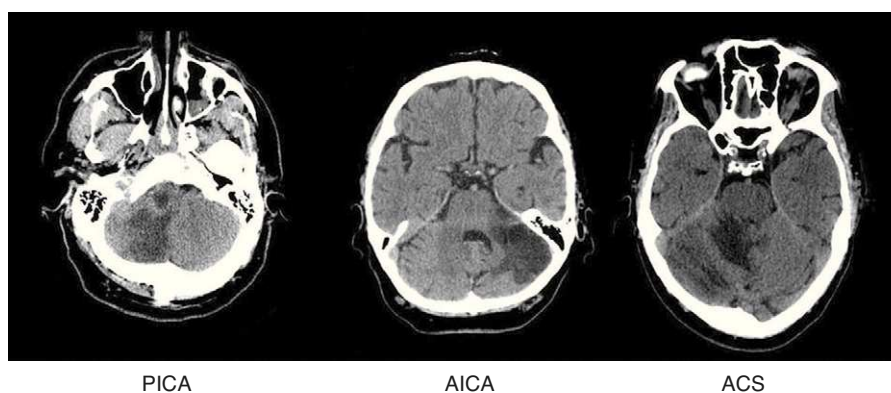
TC craneal: ejemplos de infartos cerebelosos de cada uno de los territorios.
